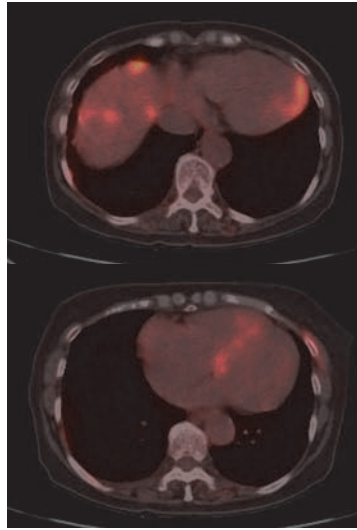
心臓病変（上段：PET-CT，下段左：Gd 造影 MRI，下段右：Tl-201SPECT）
